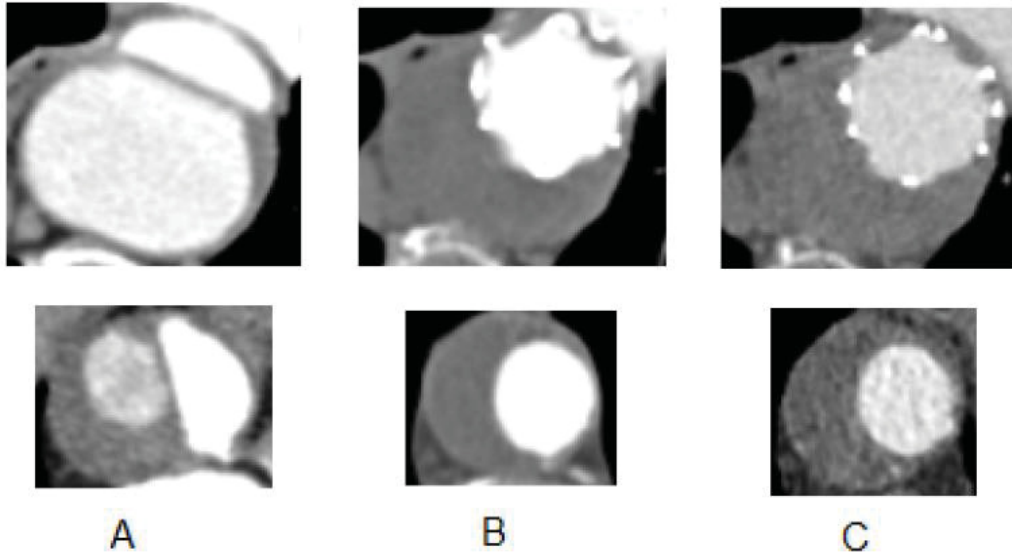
CT Bilder im Verlauf a) Vor Stentimplantation b) drei Monate nach und c) ein Jahr nach Implantation. Jeweils am Beginn der deszendierenden (obere Reihe) und abdominiellen (untere Reihe) Aorta
